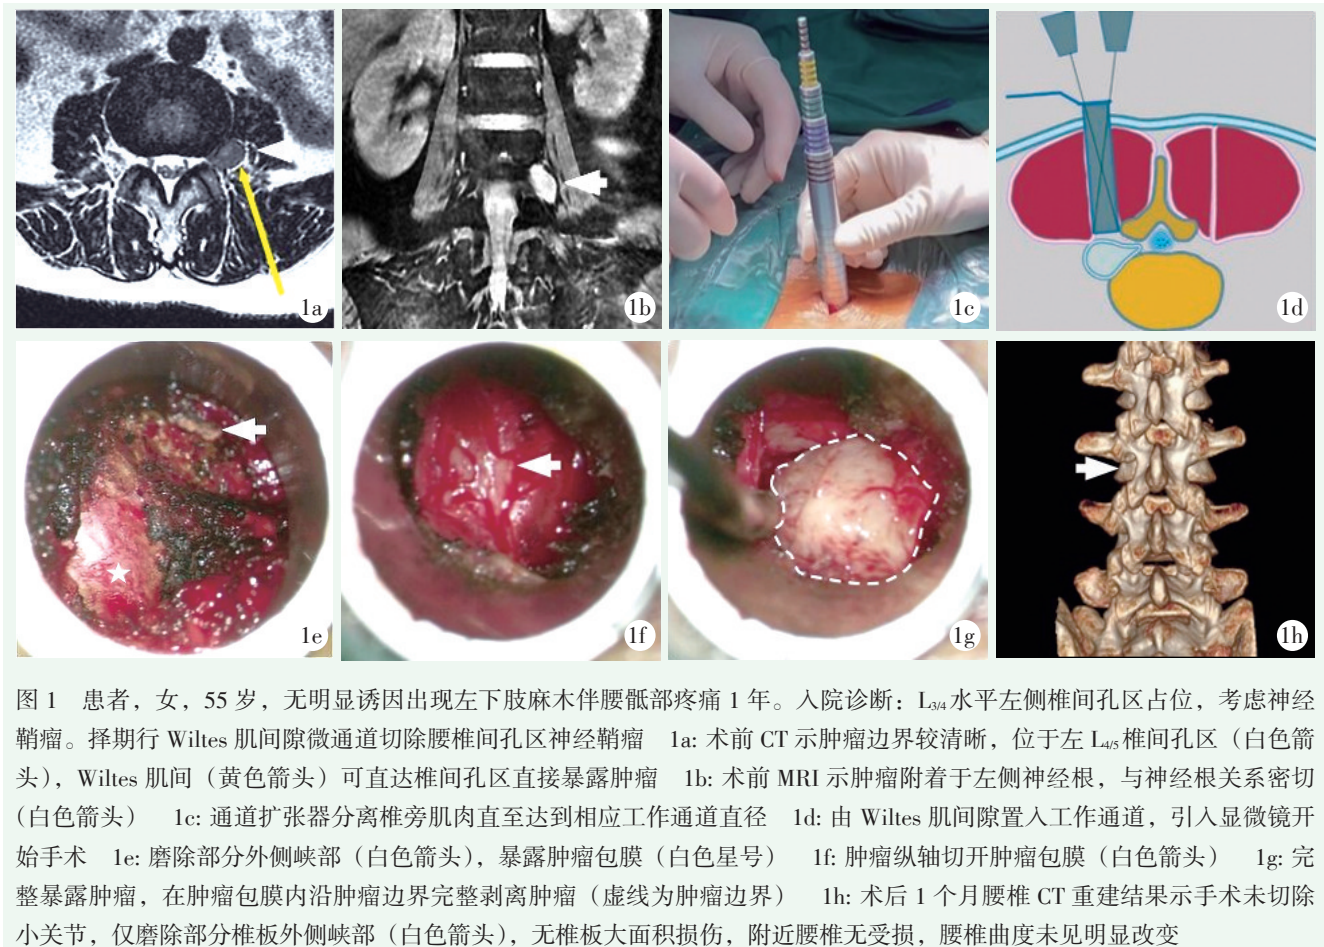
患者，女，55 岁，无明显诱因出现左下肢麻木伴腰骶部疼痛 1 年。入院诊断： $L_{3/4}$  水平左侧椎间孔区占位，考虑神经鞘瘤。择期行 Wiltes 肌间隙微通道切除腰椎间孔区神经鞘瘤 1a: 术前 CT 示肿瘤边界较清晰，位于左  $L_{4/5}$  椎间孔区（白色箭头），Wiltes 肌间（黄色箭头）可直达椎间孔区直接暴露肿瘤 1b: 术前 MRI 示肿瘤附着于左侧神经根，与神经根关系密切（白色箭头） 1c: 通道扩张器分离椎旁肌肉直至达到相应工作通道直径 1d: 由 Wiltes 肌间隙置入工作通道，引入显微镜开始手术 1e: 磨除部分外侧峡部（白色箭头），暴露肿瘤包膜（白色星号） 1f: 肿瘤纵轴切开肿瘤包膜（白色箭头） 1g: 完整暴露肿瘤，在肿瘤包膜内沿肿瘤边界完整剥离肿瘤（虚线为肿瘤边界） 1h: 术后 1 个月腰椎 CT 重建结果示手术未切除小关节，仅磨除部分椎板外侧峡部（白色箭头），无椎板大面积损伤，附近腰椎无受损，腰椎曲度未见明显改变
